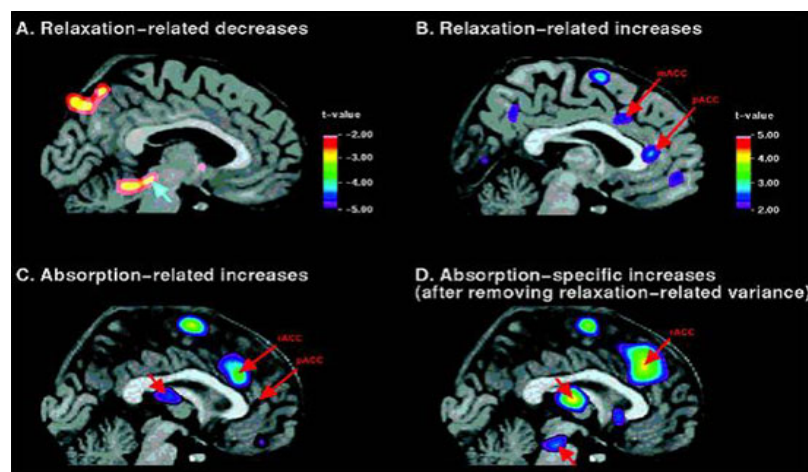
IRM cérébrale fonctionnelle
